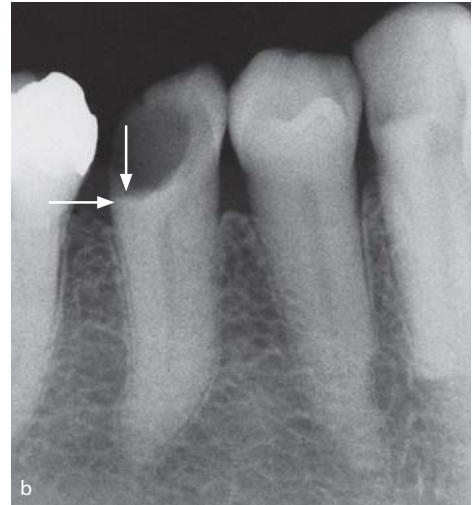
Ausgangssituation. a. Zahn 45, Sensibilität positiv, keine Schmerzen, vor einiger Zeit Restorationsverlust, Papille distal über Kavitätenboden gewuchert (Pfeil); Kavitätenboden ist bis zum distalen Rand klinisch eindeutig kariös erweicht. b. Im Röntgenbild ist die Karies am Kavitätenboden (insbesondere distal, siehe vertikaler Pfeil) nur schwer zu erkennen. Nach Kariesentfernung ist zu erwarten, dass der Kavitätenboden distal etwa auf Knochenhöhe (horizontaler Pfeil) liegen wird.
